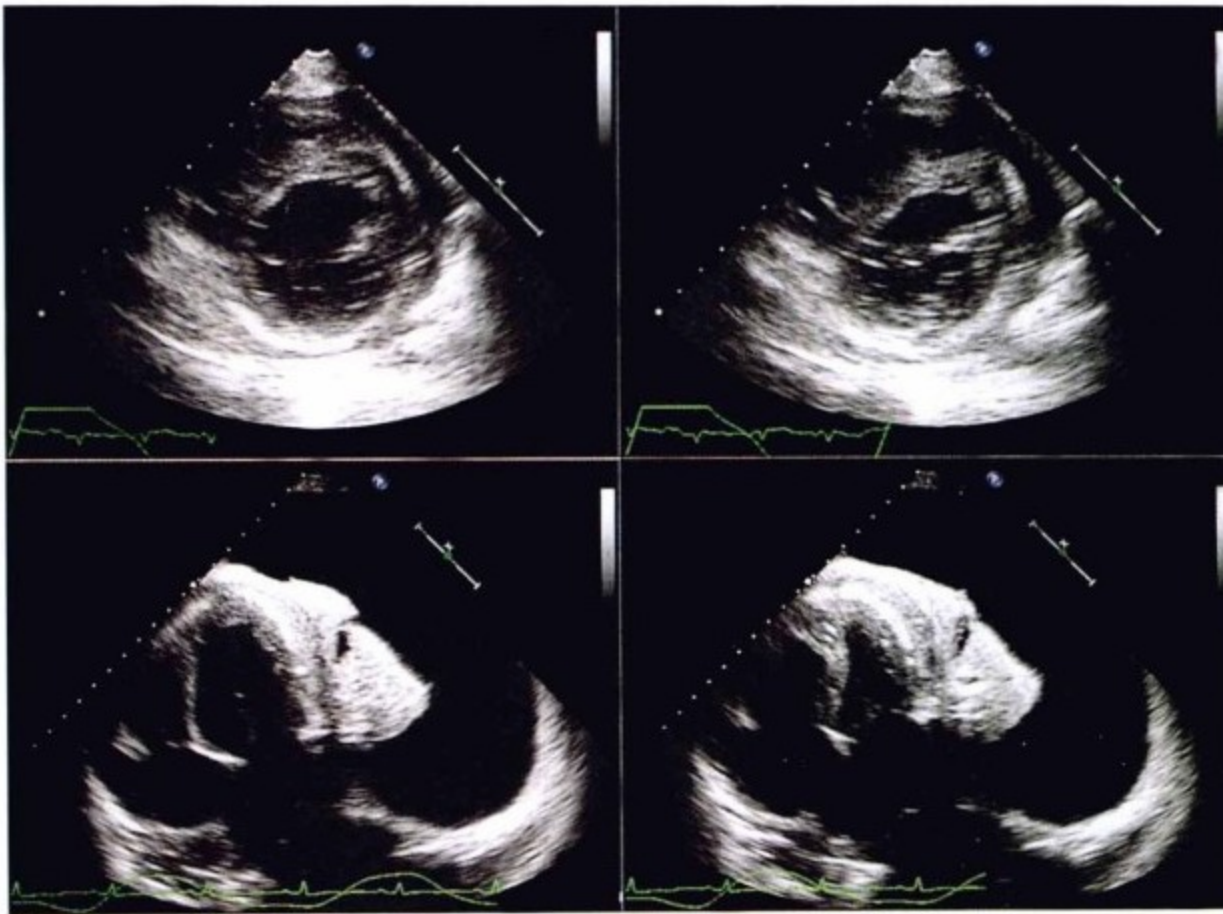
左侧为呼气状态下经胸超声心动图,右侧为吸气状态下图像。吸气时可见明显的室间隔偏移。左侧大量胸腔积液的存在提供了观察心包增厚的非常规方法,图中可见心包增厚几近心肌的厚度。同时可见贴近心脏的左肺不张。
